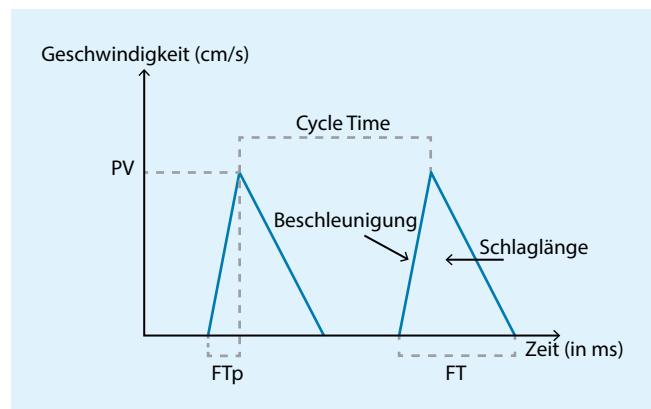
Prinzip der Schlagvolumen- und HZV-Bestimmung mittels Ösophagusdoppler. Nach korrekter Positionierung der Ösophagusdopplersonde (Aorta descendens) können der Geschwindigkeit-Zeit-Kurve folgende Parameter entnommen werden, die auch auf dem Display des Monitors angezeigt werden: Peak Velocity (PV): maximaler aortaler Fluss während der Systole, Flow Time (FT): Dauer des systolischen aortalen Blutflusses, Flow time to Peak (FTp): Zeit zwischen Beginn der Systole und PV, Cycle Time: Zeit zwischen zwei Systolen, Schlaglänge: Strecke, die eine Blutsäule während der Systole zurücklegt. Nach Eingabe der demographischen Daten des Patienten berechnet der Monitor das Schlagvolumen als Produkt aus Schlaglänge und Querschnittsfläche der Aorta descendens nach einem internen Nomogramm
